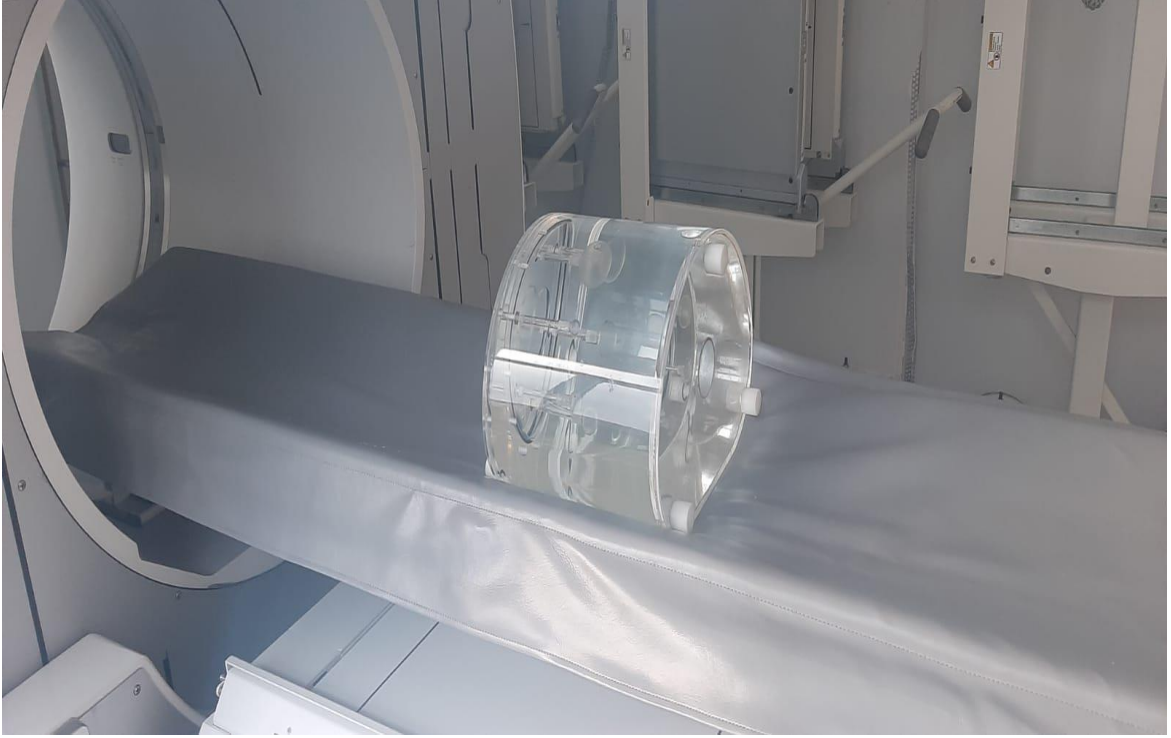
Sulandırılmış aktivite ile SPECT-BT görüntü analizi.
